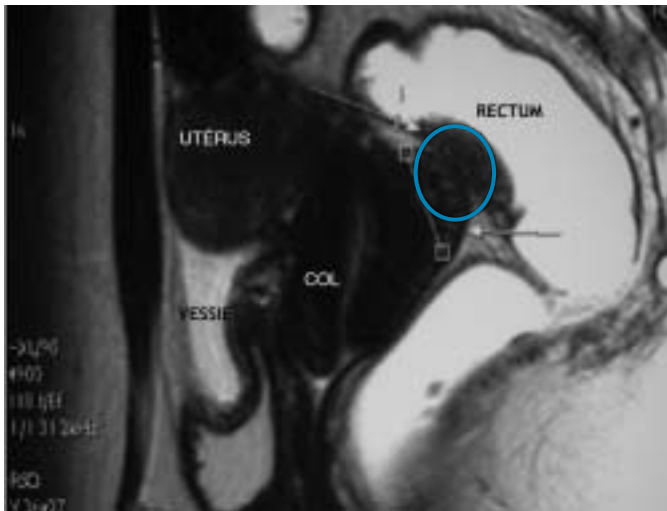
IRM pelvienne : coupe sagittale d'un nodule d'endométriose profonde (ellipse) envahissant la musculature rectale.
